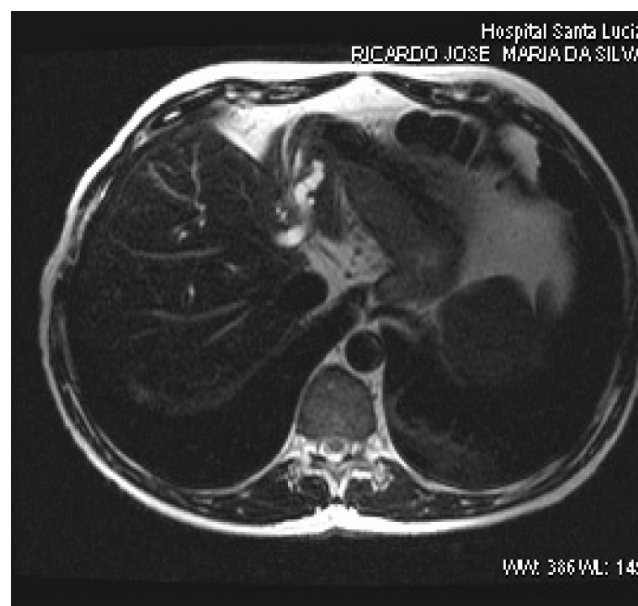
Ressonância magnética abdominal: dilatação predominante da árvore biliar esquerda com atrofia do lobo esquerdo
